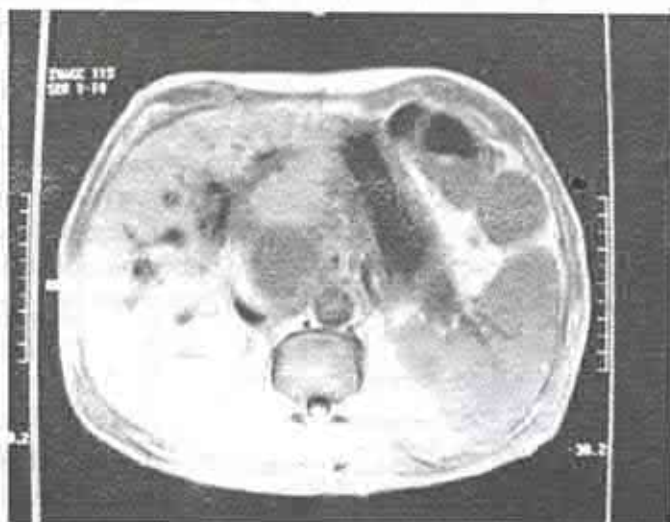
Examen RMN (caz clinic propriu).
